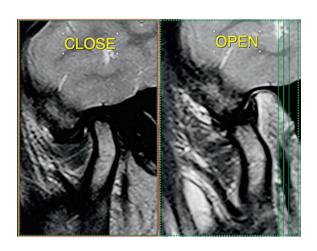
А. МРТ левого ВНЧС (МР-признаки дегенеративных изменений и уплощения суставных дисков. МР-признаки деформирующего остеоартроза ВНЧС 1 ст.)
